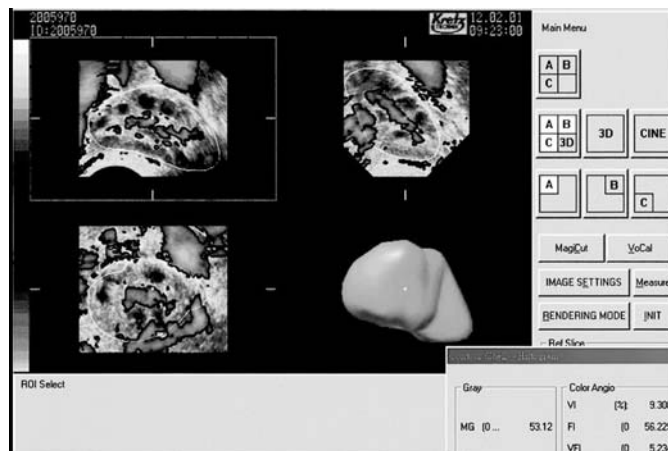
Количественная оценка перфузии и васкуляризации яичника с расчетом показателей: индекса васкуляризации, степени васкуляризации, индекса васкуляризации-перфузии.
